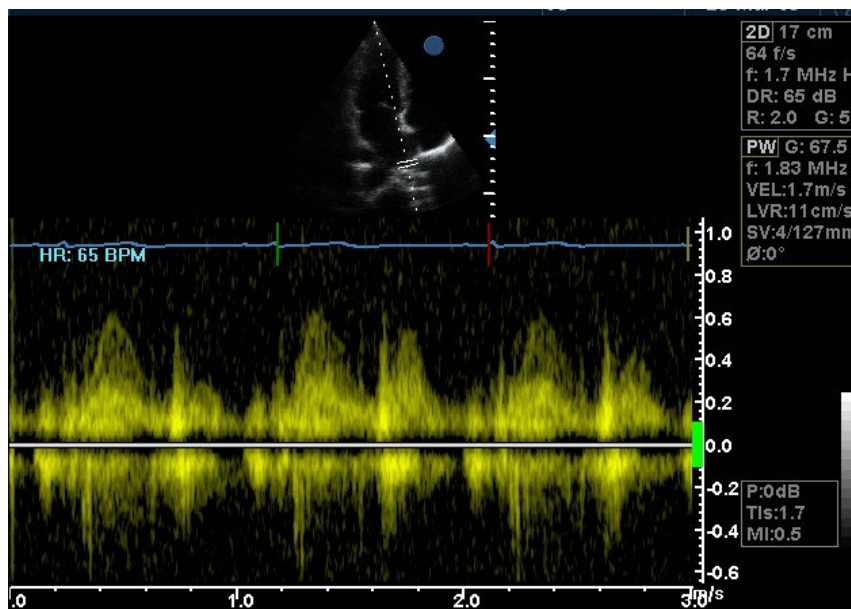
Przykładowe badanie echokardiograficzne – projekcja koniuszkowa 4-jamowa - dopler fali pulsacyjnej przepływu przez zastawkę mitralną. Widoczna fala wczesnego napływu mitralnego (E) oraz fala przedsionkowa (A).
